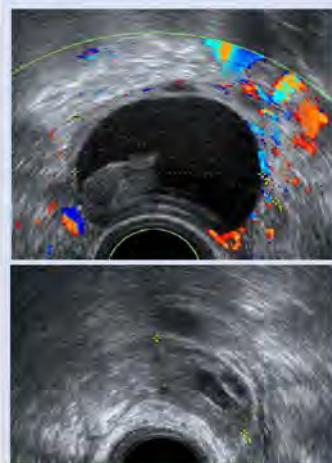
ETV on s'observa l'ovari amb un quist amb ecos difusos i organitzats formant un coall. El Doppler color mostra vascularització perifèrica
